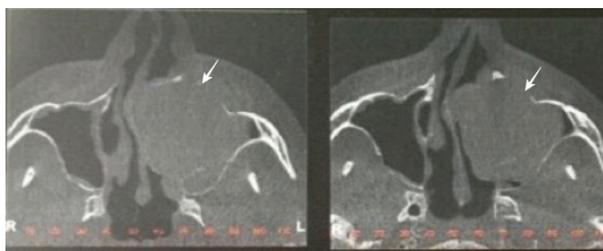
Tomografia Computadorizada Cone Beam da maxila (corte axial) – velamento do seio maxilar esquerdo (setas).
